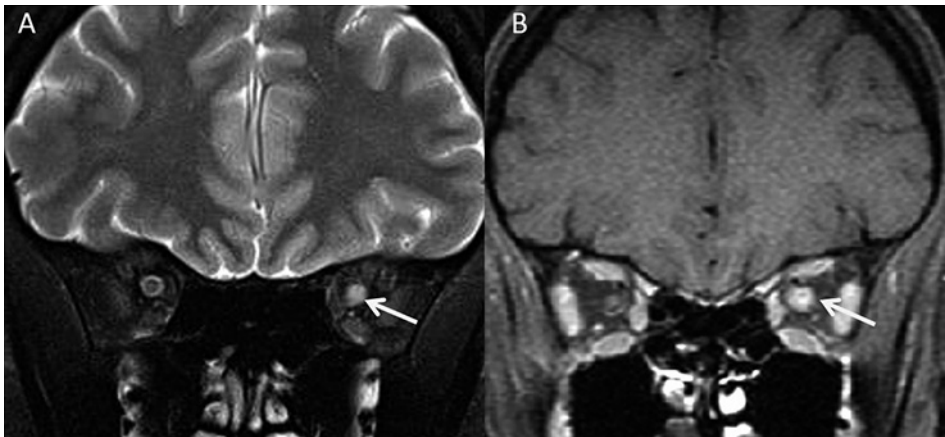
RM del nervio óptico en la fase aguda de una neuritis óptica izquierda. Las imágenes coronales en T2 (A) y T1 con contraste (B) obtenidas con saturación grasa detectan el engrosamiento del nervio óptico y su realce indicando inflamación y desmielinización del mismo (flechas).
